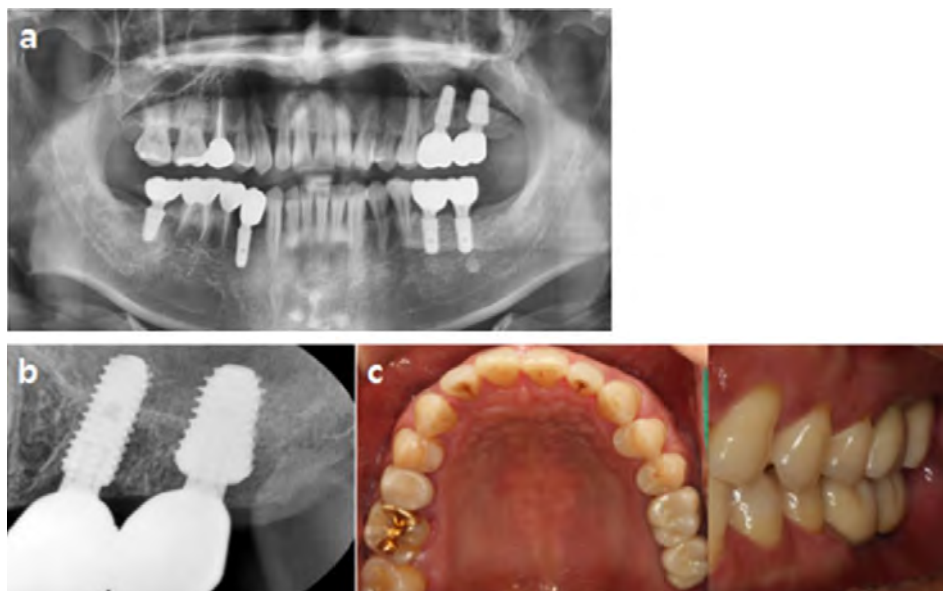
6 months after 1st surgery (after loading). (a) Panoramic radiograph. (b) Periapical radiograph. (c) Clinical photograph.
